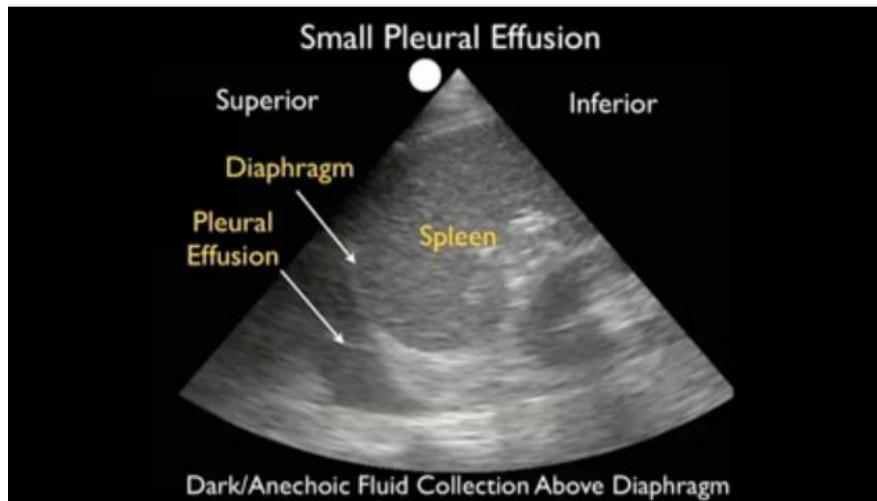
Foto pasien yang sama dilakukan pemeriksaan sonografi , tampak efusi pleura dengan jarak interpleura 6 mm saat inspirasi dan 11 mm saat ekspirasi¹²
